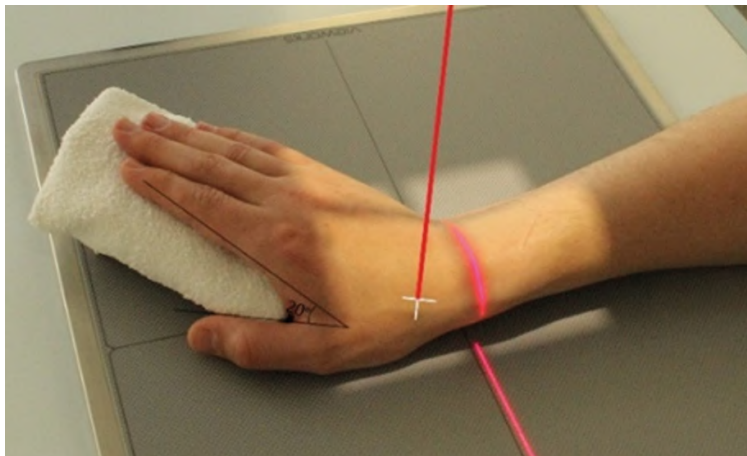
Рентгенография лучезапястного сустава. Передняя проекция ладьевидной кости (метод Стечера)
